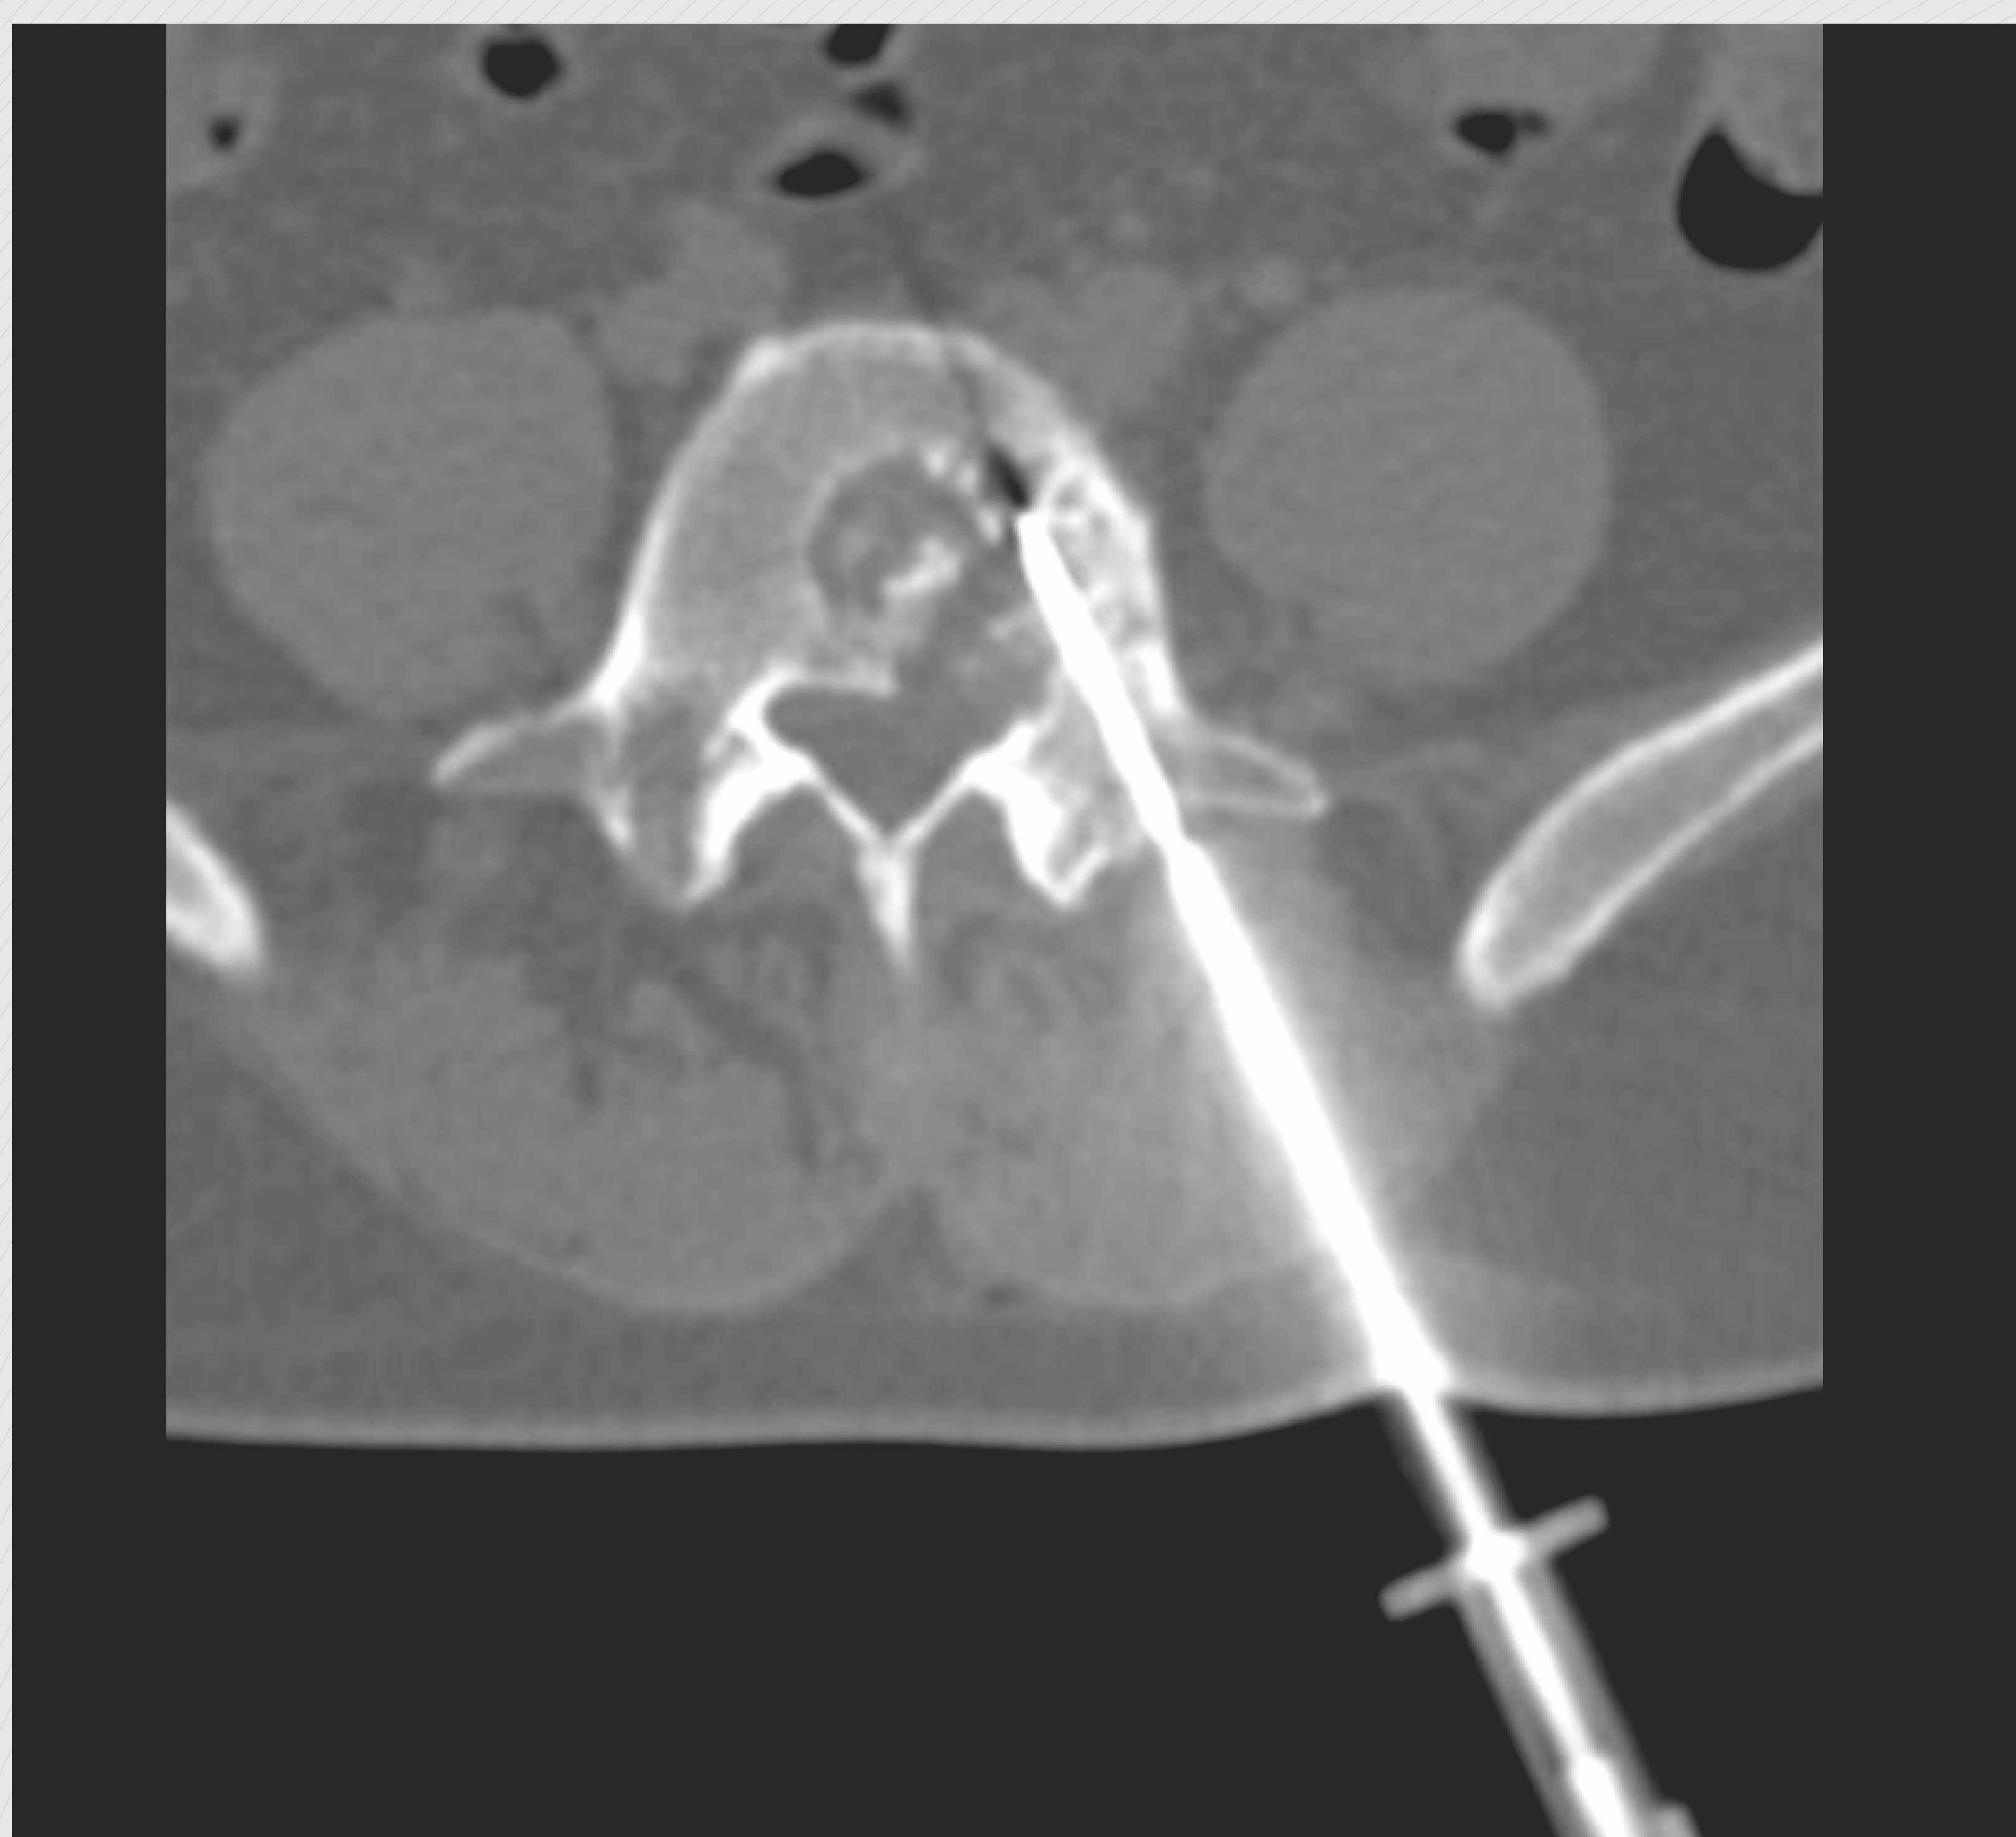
Biópsia de lesão óssea guiada por Tomografia Computadorizada.
